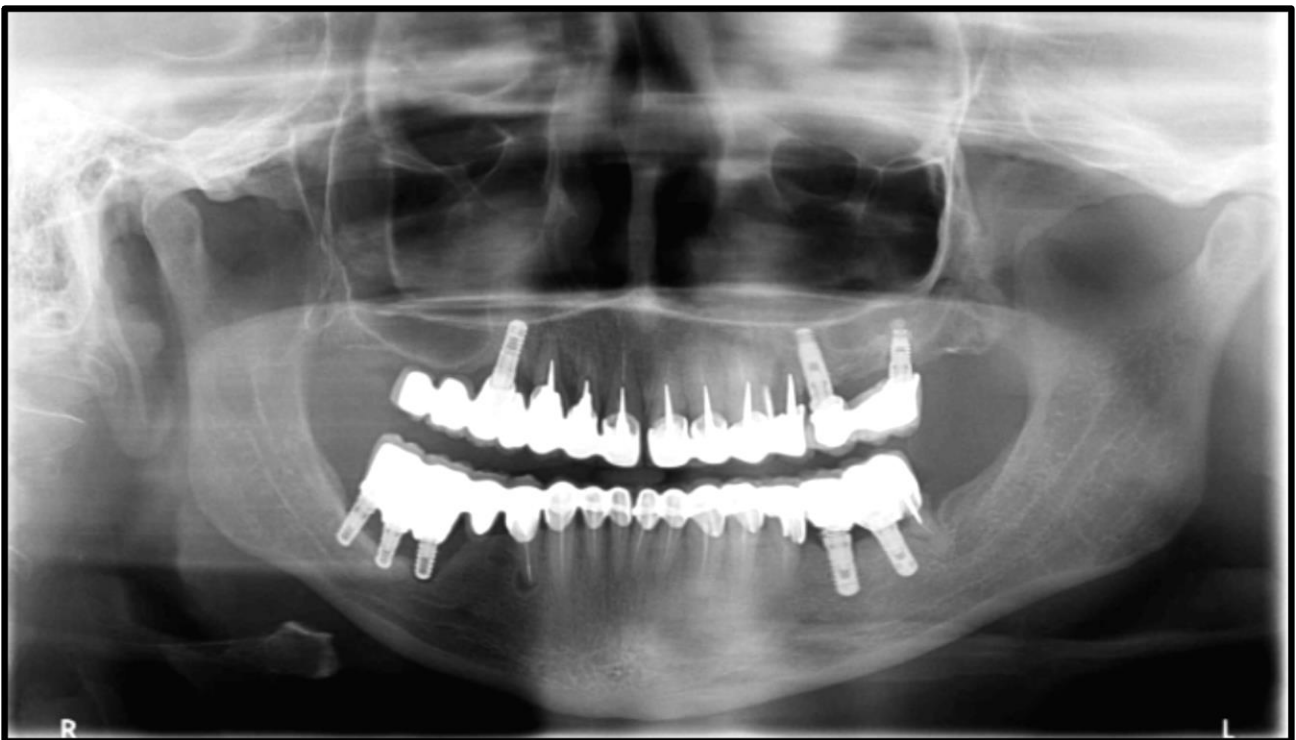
Radiographie panoramique mettant en évidence plusieurs manifestations néfastes suite à la réalisation de plusieurs bridges mixtes (Courtoisie radiographie Dr Scibilia).
